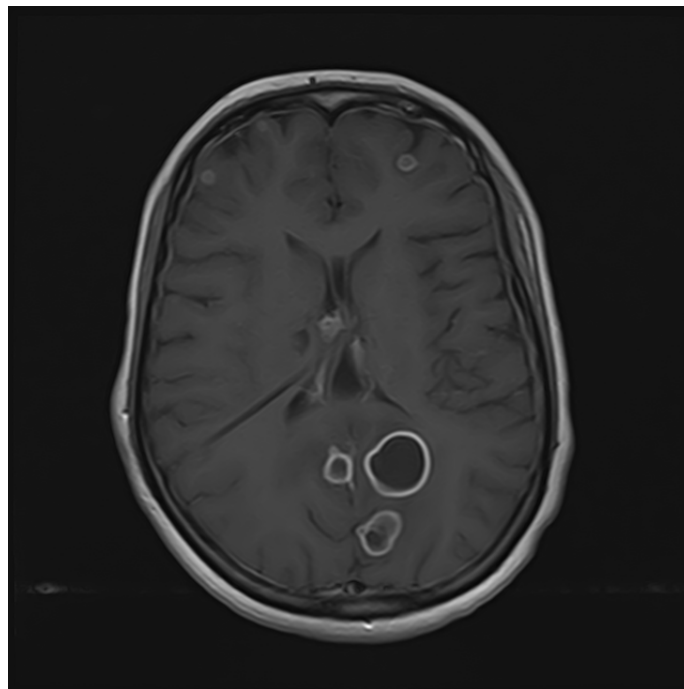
Coupe axiale d'une IRM cérébrale en séquence T1 après injection objectivant de véritables images d'abcès multiples en hypersignal T1.
